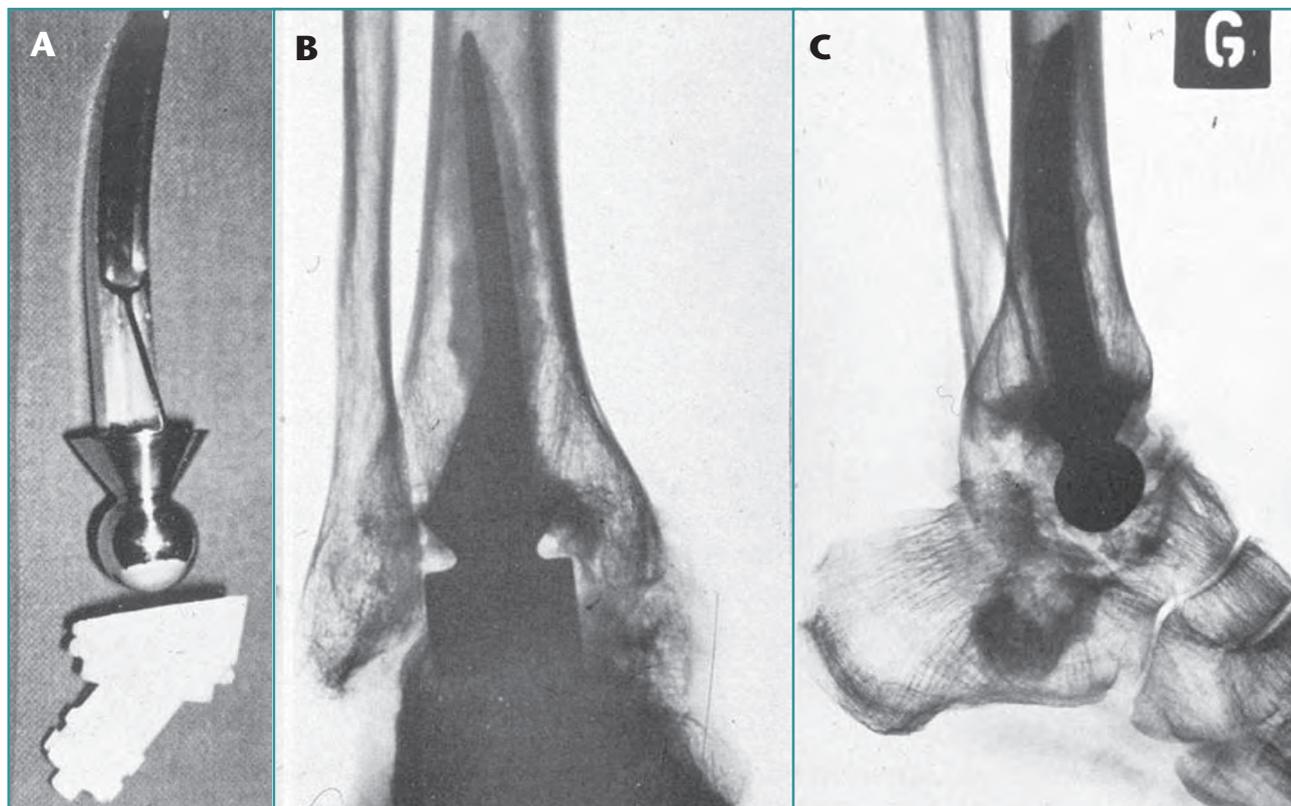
A) Prótesis de Lord. B) y C) Radiografías postoperatorias.
